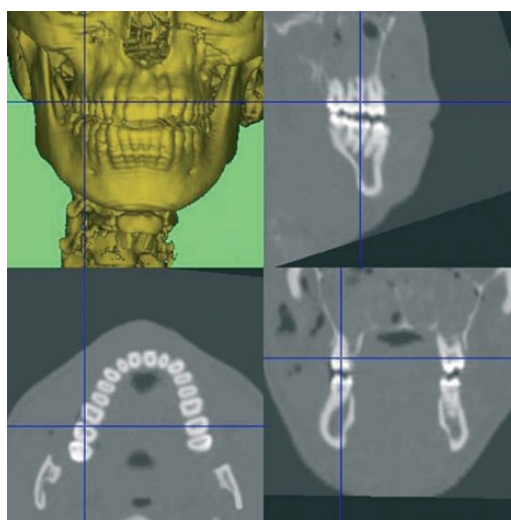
Reconstrução tridimensional de uma imagem obtida por TC. (Patel et al., 2009)
